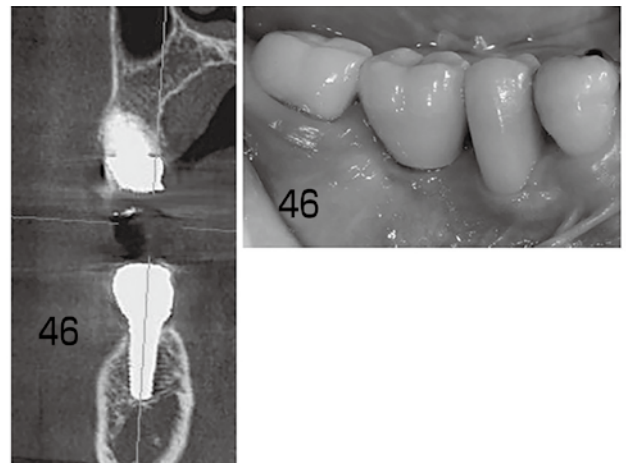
治療終了後3年3カ月経過時の46部歯肉粘膜とCT画像（2015年3月撮影）
